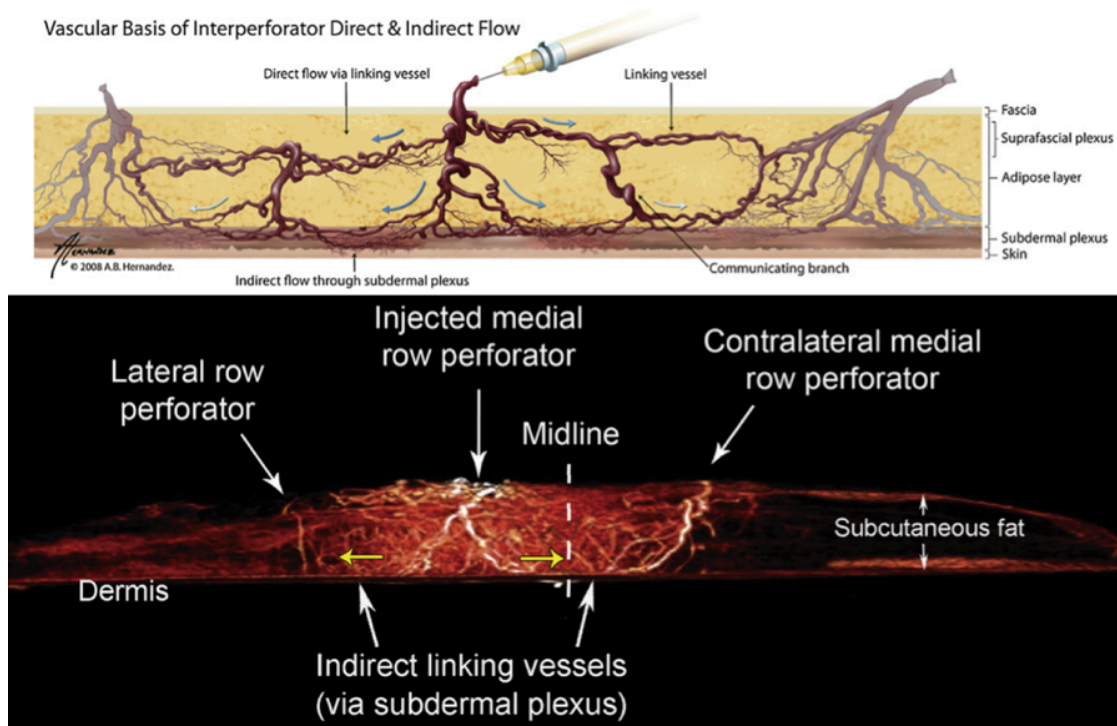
La angiotomografía aplicada a la investigación de perforantes
